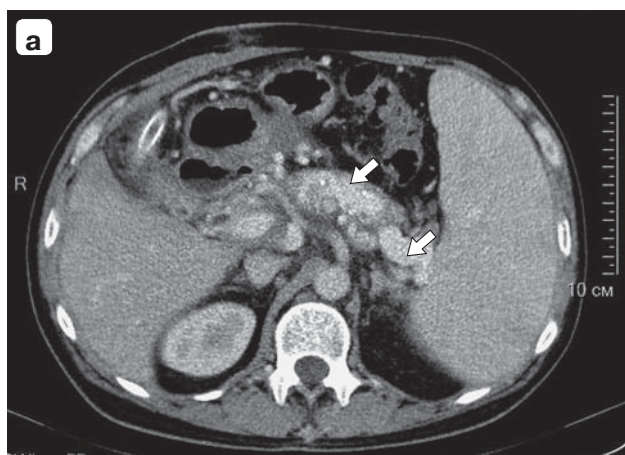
Компьютерная томограмма. Хронический калькулезный панкреатит, вирсунголитиаз, портальная гипертензия: а — расширенные интра- и перипанкреатические вены, почти полностью замещающие ткань ПЖ (указаны стрелками); б — реконструкция сосудов системы ВВ вокруг ПЖ.
